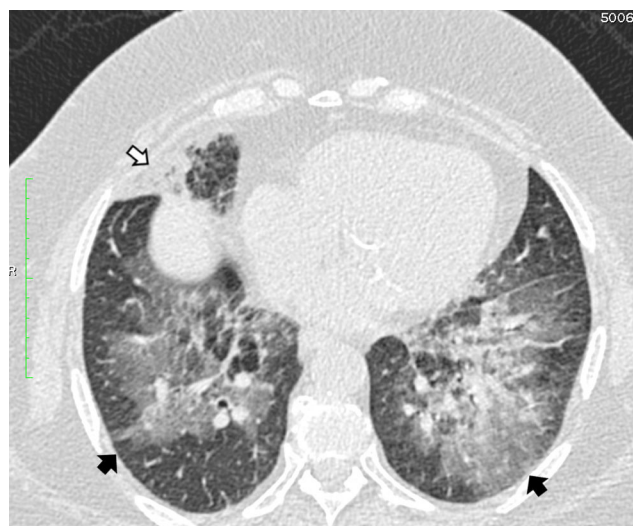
La tomografía computarizada de alta resolución torácica muestra una consolidación grasa peribronquial en el lóbulo medio (flecha blanca). Extensa representación de opacificación en vidrio esmerilado con una sutil reticulación interna (patrón en empedrado) hasta los espacios pleurales (flechas negras), 8 meses después de la suspensión de la vaselina de petróleo y la terapia de esteroides (prolongada durante 6 meses).
